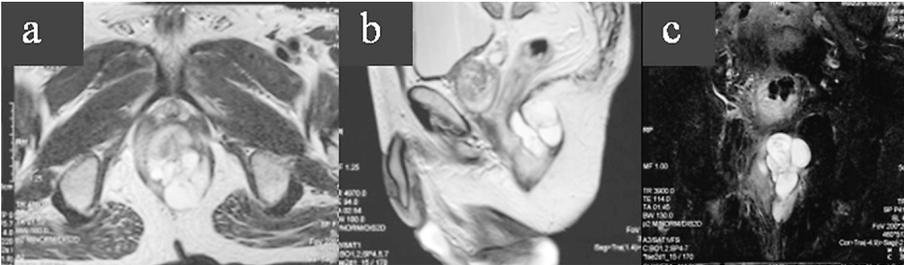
MRI検査（2010年9月）：肛門周囲にT2強調にて高信号を呈する多房性嚢胞性腫瘍を認め増大していた（図3a：T2強調冠状断，図3b：T2強調矢状断，図3c：T2強調脂肪抑制前額断）。
